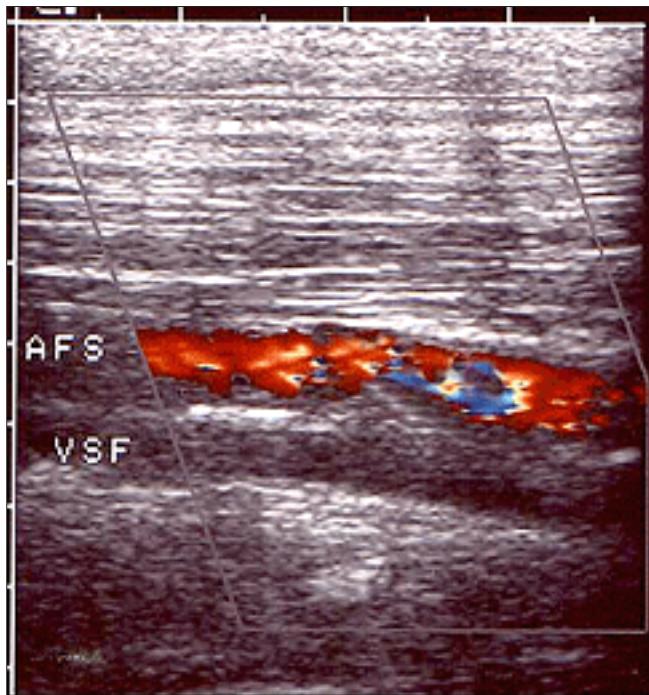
Eco-Doppler: imagen de estenosis no significativa de arteria femoral superficial.
